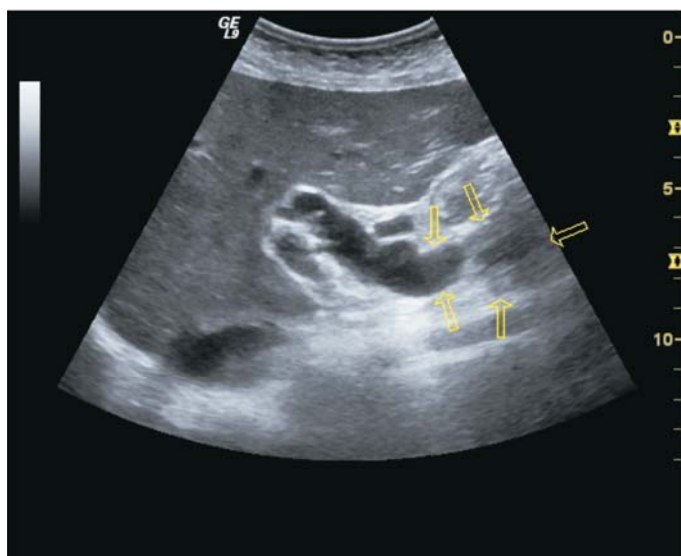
Рак головки поджелудочной железы. Больной П., 73 лет. УЗИ органов брюшной полости: расширение вне- и внутрипеченочных желчных протоков.
